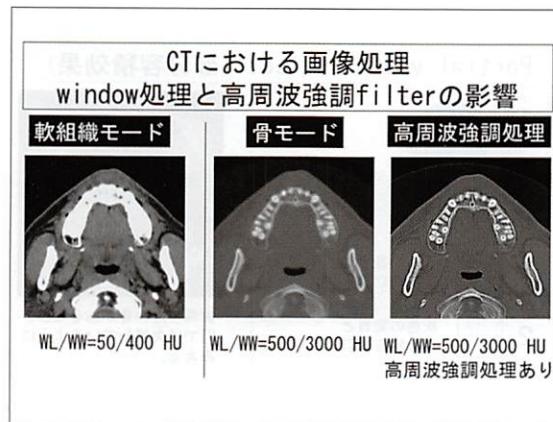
軟組織モードと骨モードのCT画像、および高周波強調処理した骨モードのCT画像の例。
